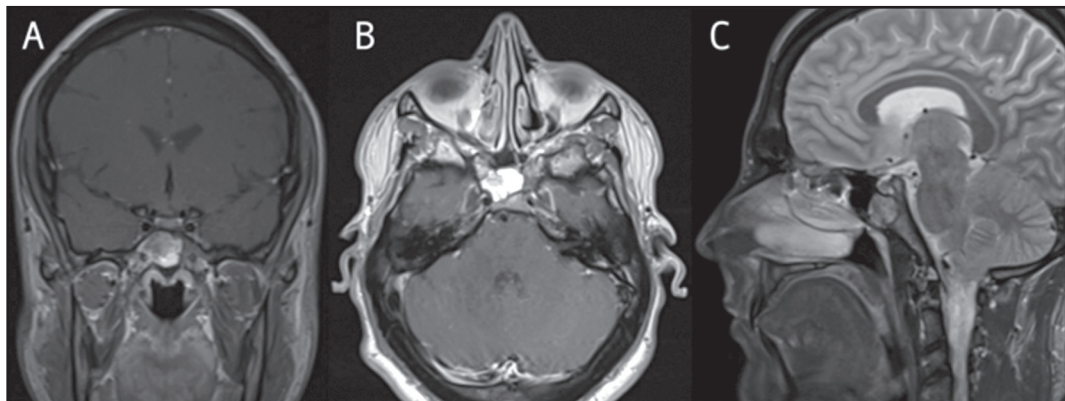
RM de cavidades paranasales en secuencia T1. Corte coronal (a), axial (b) y sagital (c). Se observa lesión ósea del cuerpo del esfenoides de aspecto no agresivo, sin cambios respecto a imágenes previas.
